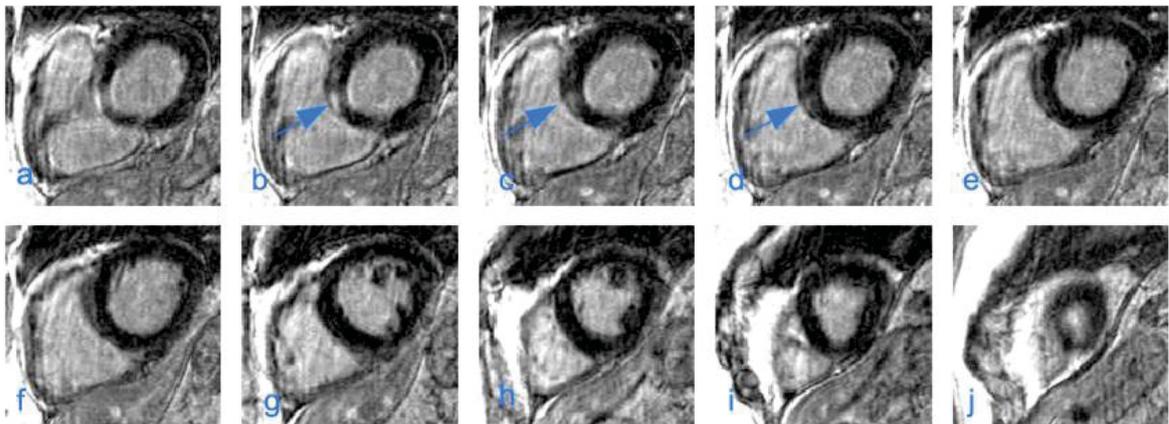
a-j: MRT des gleichen Patienten aus Abbildung 19. —▶ subaortale Fibrose mit intramuraler Signalanhebung. Navigator-gesteuerte 3D IR-TFE. Fortlaufende Schnitte.
